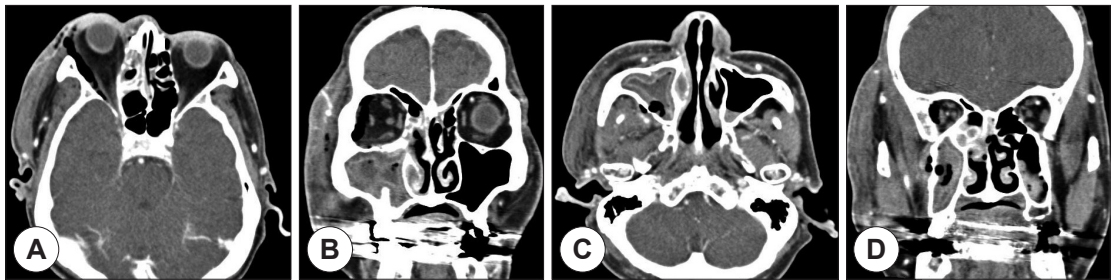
Preoperative contrast-enhanced paranasal sinus CT images. A : (axial) Orbital emphysema in lateral portions of the right orbit, subperiosteal abscess of the lateral wall, the right preseptal emphysema, and extensive enhancing soft tissue swelling of the right perizygomatic, perimasseteric, and periparotid regions are identified. Proptosis and deformity of the right eyeball caused stretching of the right optic nerve. B : (coronal) Enhancing mucosal thickening of the right ethmoid sinus, and opacification and peripheral rim enhancement of the maxillary sinus. C : (axial) Scanty soft tissue emphysema was identified at the right retromaxillary space. D : (coronal) Possibility of bony defect of the lateral wall of maxillary sinus was suspected.
